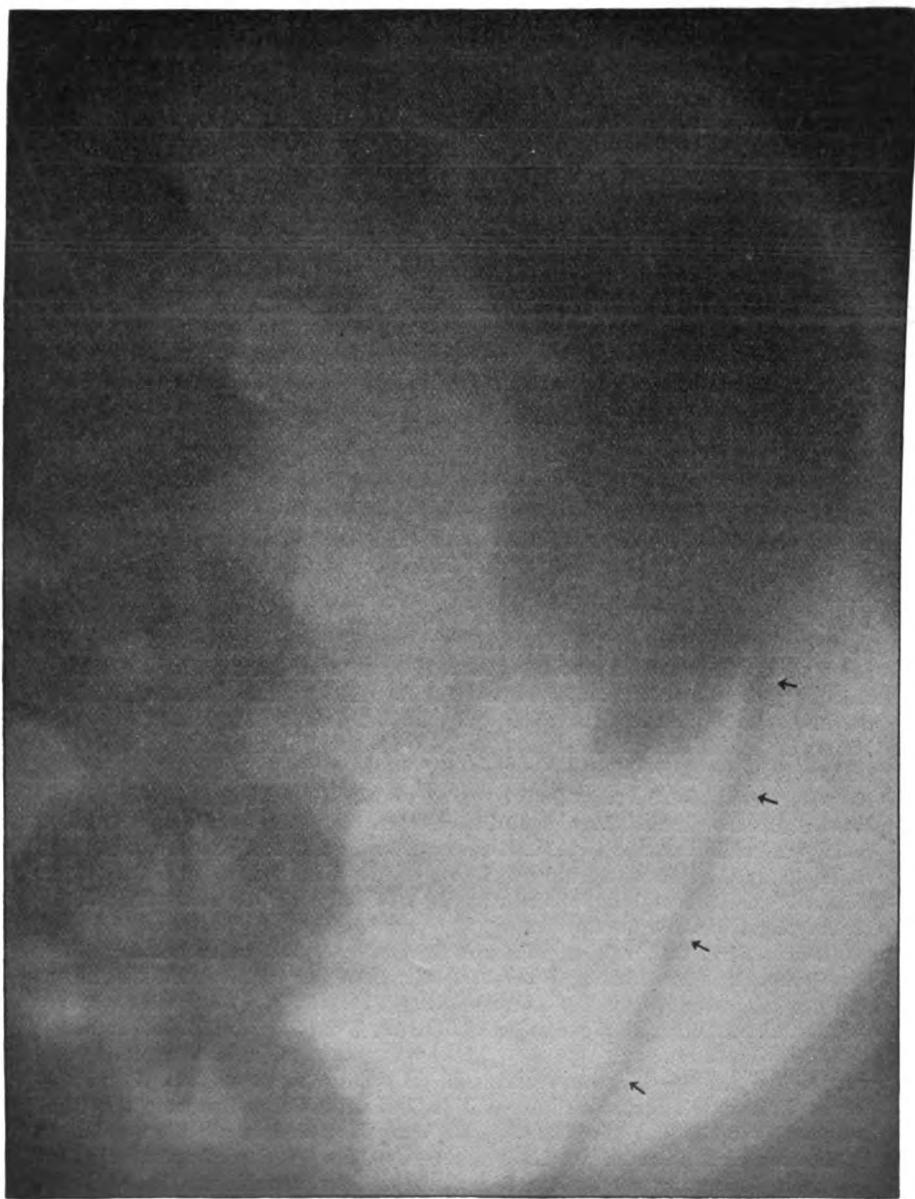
Die Pfeile zeigen die Lage des etwas schwach auf der Platte sich abzeichnenden Röntgenkatheters im Ureter.
